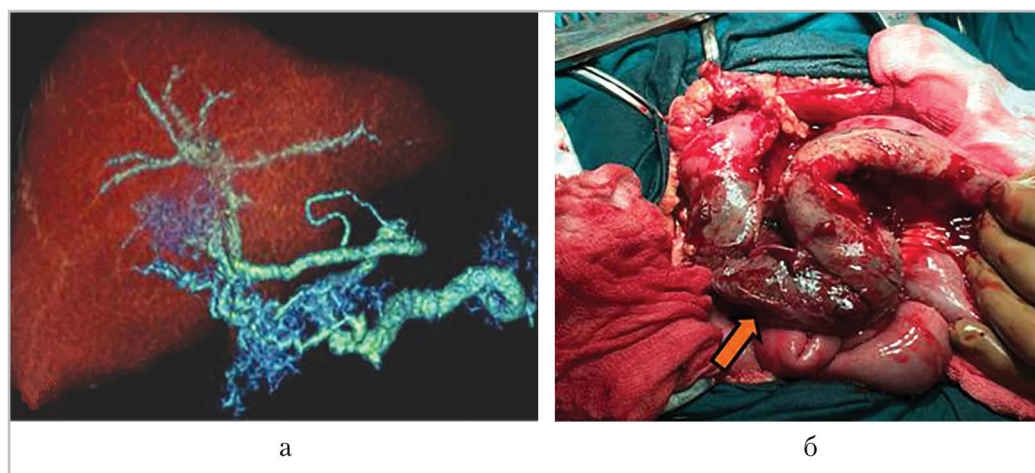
КТ-ангиография, венозная фаза (а), 3D-реконструкция: определяется развитая сеть венозных коллатералей в гепатопанкреатодуоденальной области. Фото операционного поля (б): видна петля тощей кишки с серыми некротизированными стенками (стрелка)
